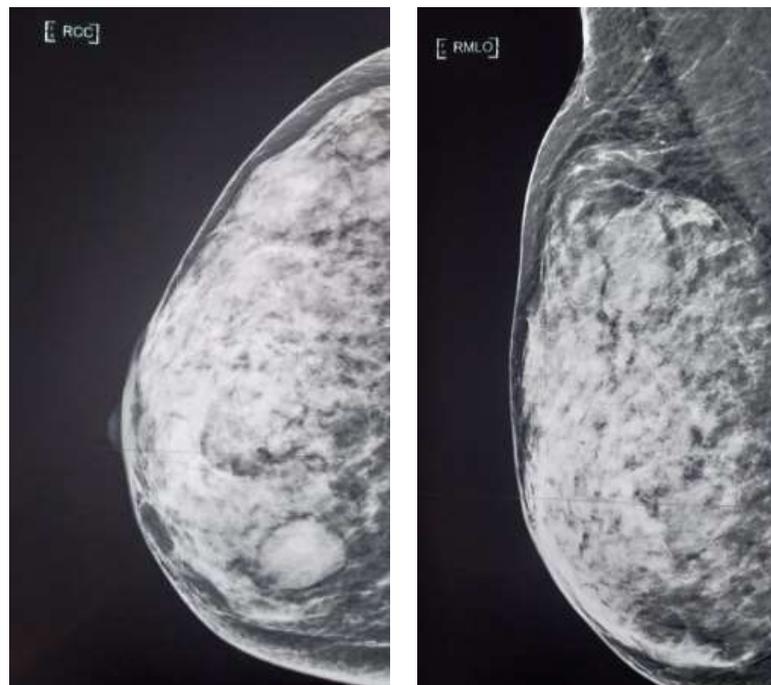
Mammographie en incidence de face et MLO du sein droit. Opacité de forme ovale isodense homogène, de contours réguliers classée BI RADS 3. En rapport avec un kyste mammaire en échographie mammaire.
